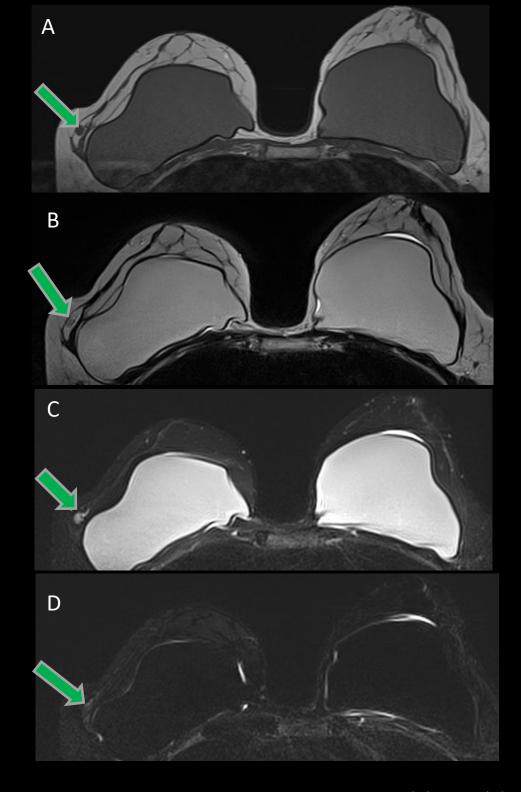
RM mamas, secuencia ponderada T1 (A), T2 (B), con supresión grasa STIR (C), supresión de grasa y silicona (D). Se señala con (Flecha verde), en MD, imagen nodulillar, redondeada, márgenes circunscriptos, hipointensa en secuencia T1, isointensa en T2 e hipointensa con técnica de supresión de silicona en relación a trasudado de material cosmético (silicona)
